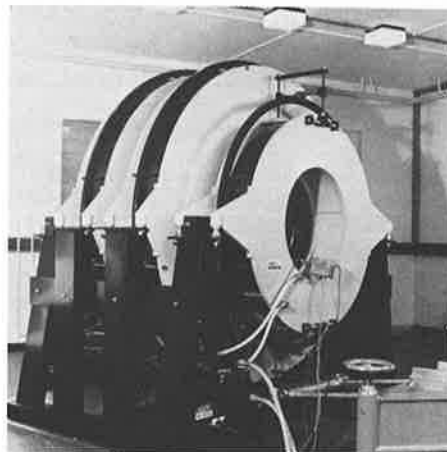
Kernspintomograph
